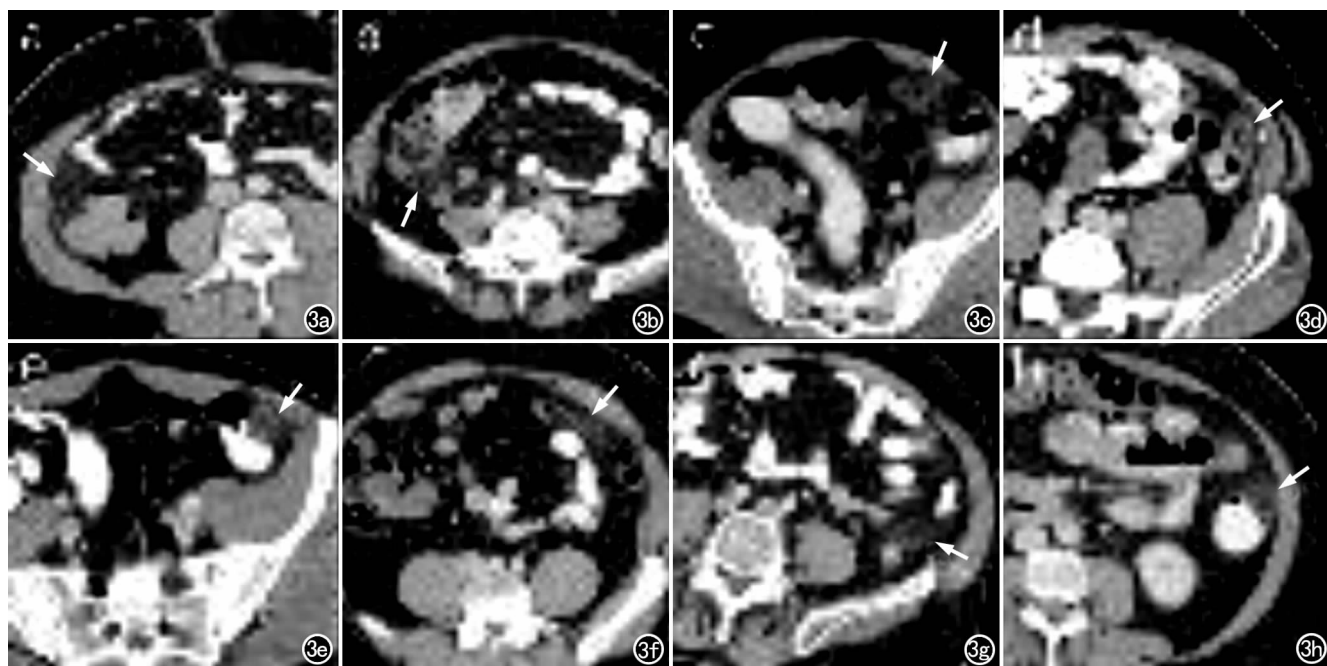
升结肠病变的横轴面CT图像(a,b,箭),降结肠肠脂垂炎(c-g,箭)。清楚的显示典型的卵圆形病变的变化(e,h),较长的病变(b,h,f),炎症不明显的病变(a,b,h),不典型的结肠壁增厚(d),不典型病变(c)。
